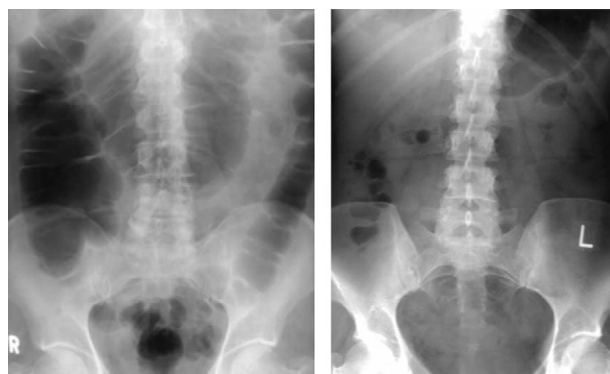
Radiografía de abdomen una hora después de la colonoscopia en un paciente en el que se utilizó aire (derecha) para la insuflación y en otro paciente que se utilizó CO₂ (izquierda). (Fuente: Sumanac et al.¹⁹)
